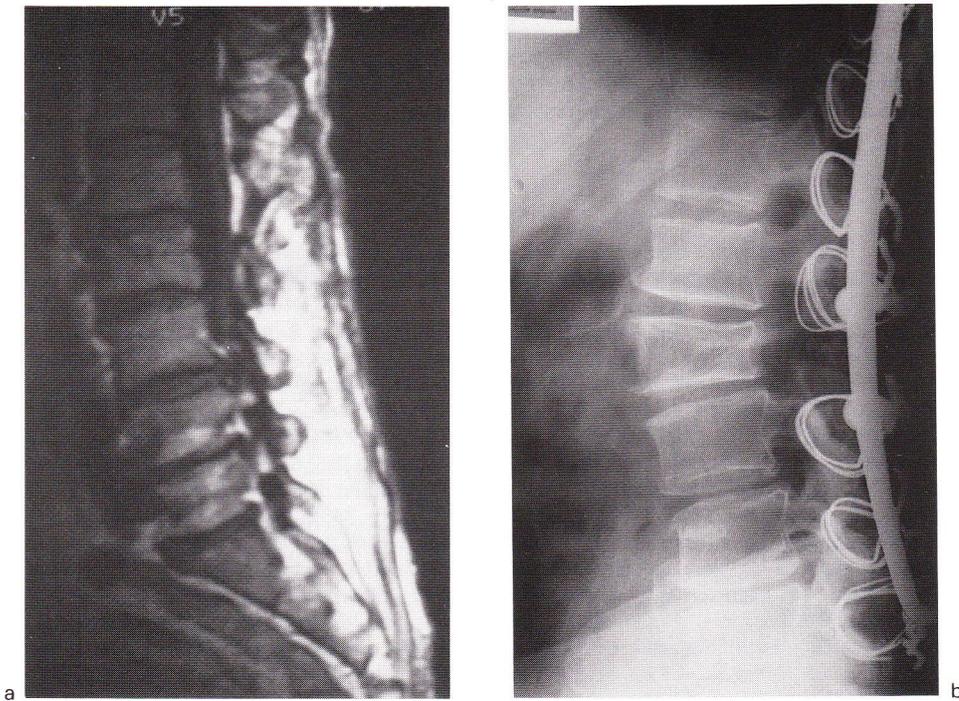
Ostéotomie de correction. a) radiographie pré-opératoire ; b) radiographie post-opératoire.
